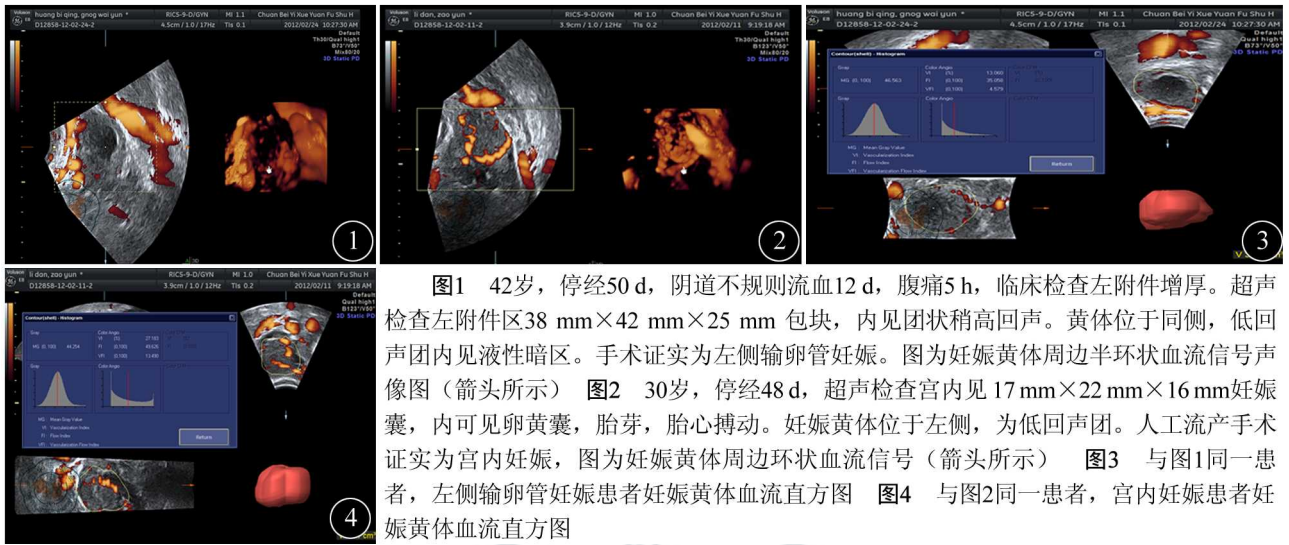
42岁, 停经50 d, 阴道不规则流血12 d, 腹痛5 h, 临床检查左附件增厚。超声检查左附件区38 mm×42 mm×25 mm 包块, 内见团状稍高回声。黄体位于同侧, 低回声团内见液性暗区。手术证实为左侧输卵管妊娠。图为妊娠黄体周边半环状血流信号声像图(箭头所示) 图2 30岁, 停经48 d, 超声检查宫内见17 mm×22 mm×16 mm妊娠囊, 内可见卵黄囊, 胎芽, 胎心搏动。妊娠黄体位于左侧, 为低回声团。人工流产手术证实为宫内妊娠, 图为妊娠黄体周边环状血流信号(箭头所示) 图3 与图1同一患者, 左侧输卵管妊娠患者妊娠黄体血流直方图 图4 与图2同一患者, 宫内妊娠患者妊娠黄体血流直方图
